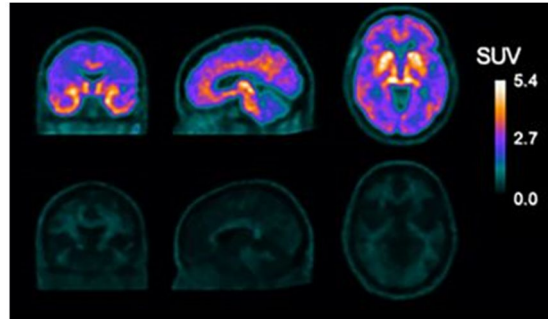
ベースライン(上)とセレギリン内服後の ^{18}F SMBT-1 PET画像 (文献4から引用)
